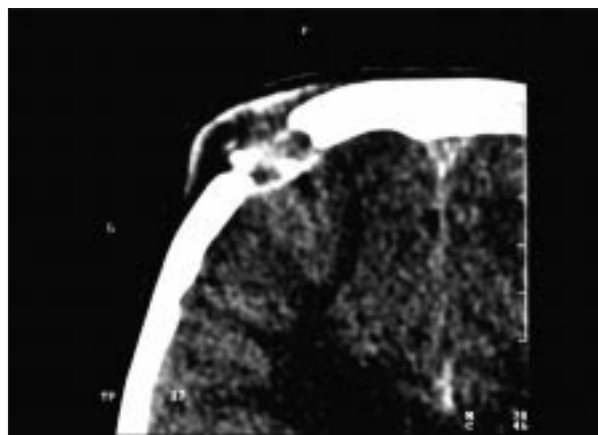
TC que muestra una lesión osteolítica ovalada de 2 x 2,5 cm de diámetro y bordes biselados.
